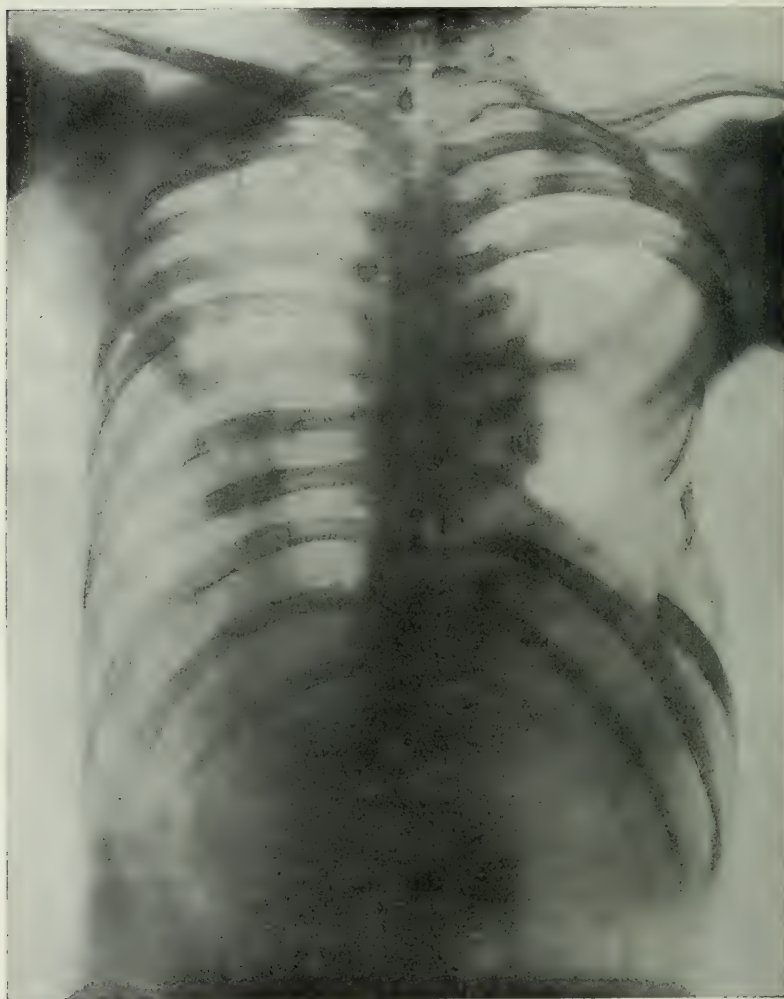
Radiographie faite après guérison complète : opération de Schede avec mobilisation du poumon (Souligoux).
